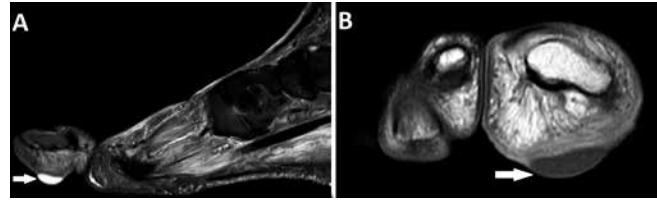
Sagittal T2 STIR MRI (A) and Coronal T1 weighted-image with contrast MRI (B) demonstrating skin blister in the hallux (white arrow), with discreet peripheral contrast enhancement, without any signs of infection (white arrow).
